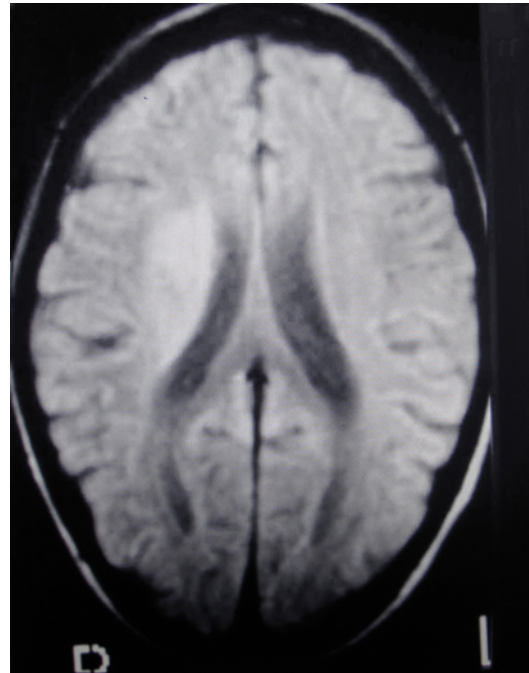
■ Paciente 3. Mujer de 13 años, con lupus activo con fiebre, artritis, vasculitis, desarrolla convulsiones generalizadas seguidas de hemiparesia izquierda. La resonancia magnética (RM) muestra lesiones en cápsula interna. Tomografía computarizada normal. Recuperación clínica y RM después de tratamiento inmunosupresor.
